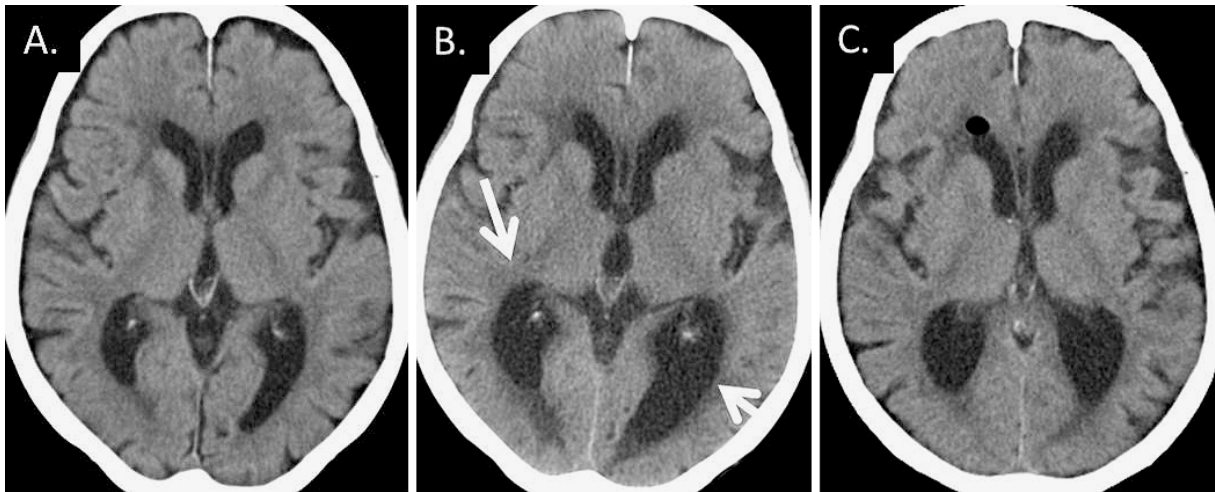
A. Head computed tomography (CT) scan before the onset of symptoms. B. Head CT scan at the onset. The enlargement of the ventricle and the decreased CT value of the white matter around the ventricle suggested hydrocephalus. C. Head CT scan after the treatments. The enlargement of the ventricle and the decreased CT value of the white matter around the ventricle were improved.
